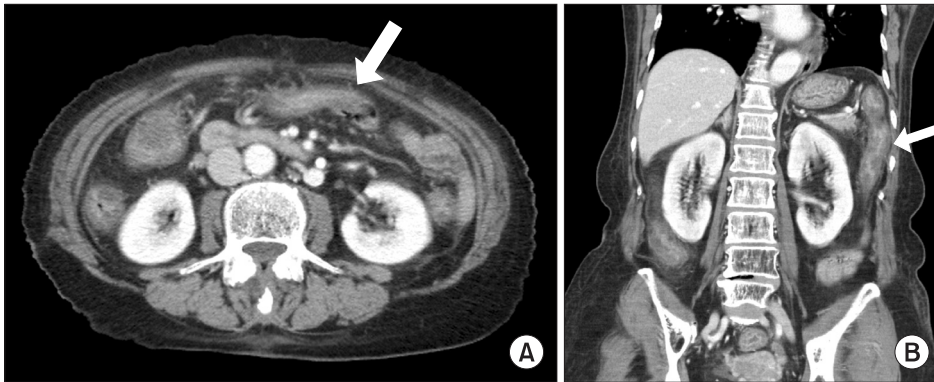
Abdominal computed tomography findings. They show diffuse edematous wall thickenings (white arrows) of the entire colon (A, B).
